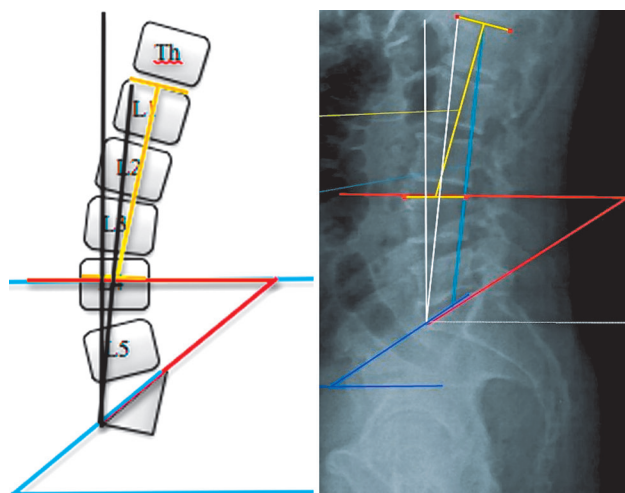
Поясничный лордоз 3 типа: а – скиаграмма расчета характеристик; б – боковая рентгенограмма позвоночно-тазового комплекса в положении стоя
